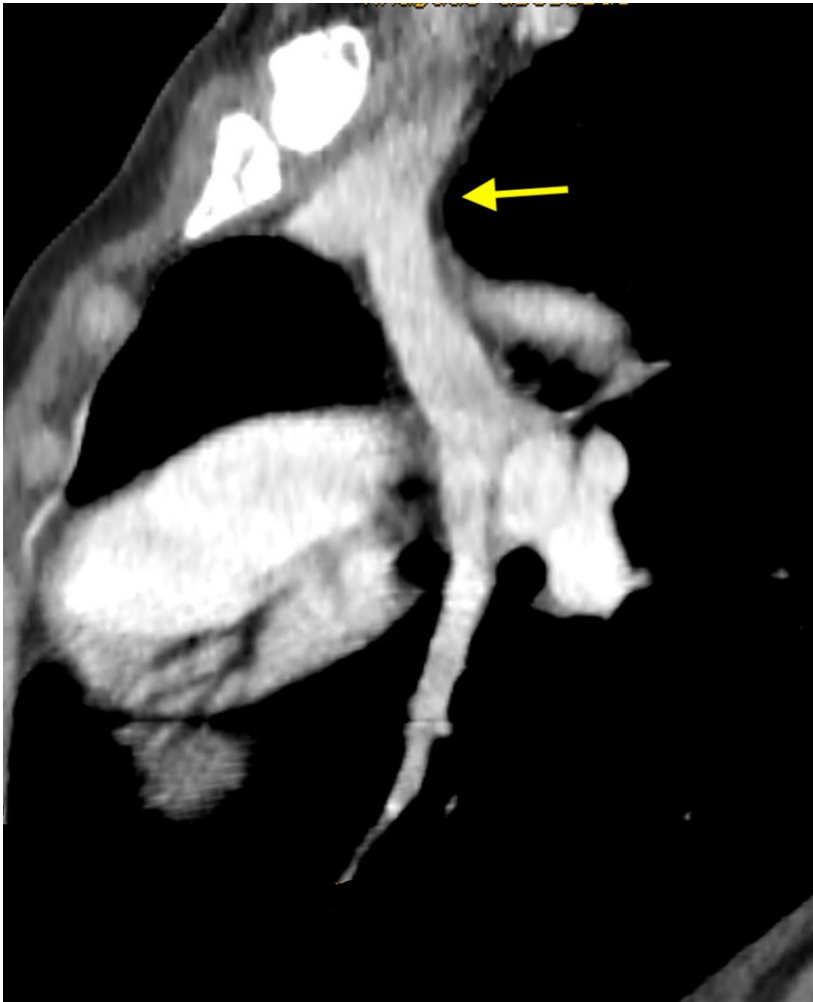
TC multislice do tórax com contraste (reformatação sagital angulada em projeção MIP) - Apresenta veia anômala vertical drenando para a veia braquicefálica esquerda (veia inominada) (seta).
